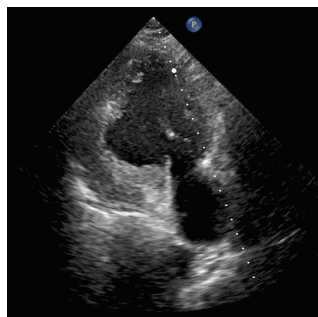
Клиническое наблюдение 3, больной Л., 49 лет. Эхокардиограмма: двухмерная апикальная двухкамерная позиция через 2 месяца от развития разрыва свободной стенки желудочка: псевдоаневризма заднебоковой стенки левого желудочка
